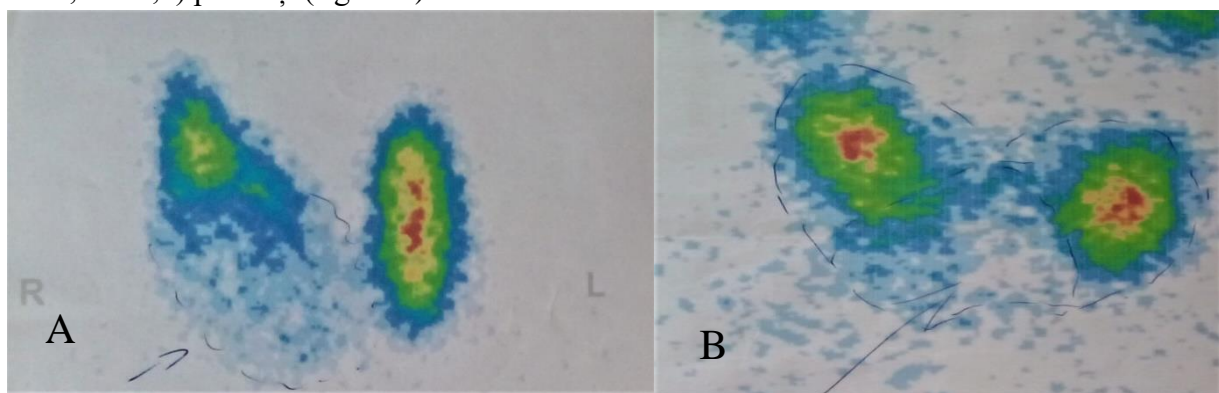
Noduli tiroidieni scintigrafic „reci”: A - Nodul al lobului tiroidian drept; B – Nodul ce ocupă polul inferior al lobului drept și istmul
